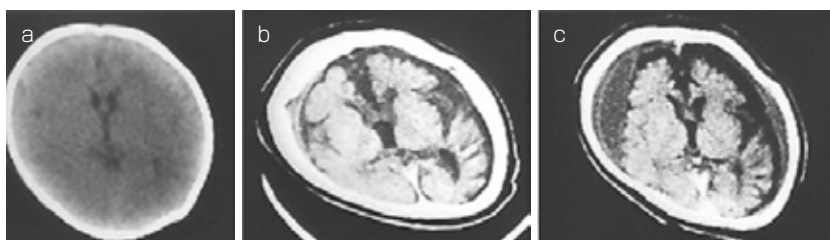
● Menkes 病患者の頭部 CT の経時的変化
